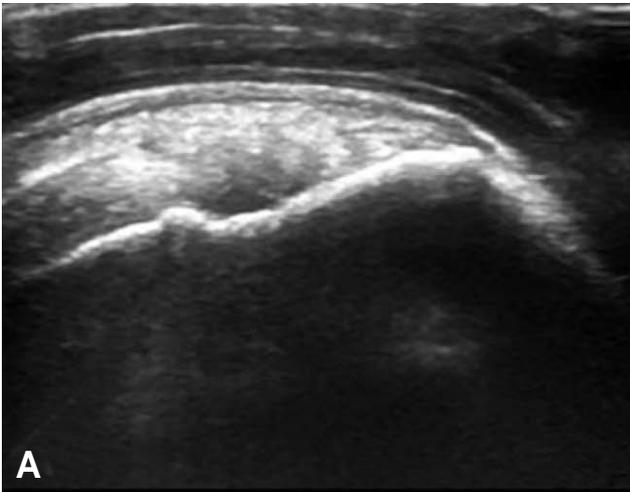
(A) Sonographic findings of Subacromio-subdeltoid bursitis, (B) Sonographic finding after bursal injection (longitudinal scan), (C) Patient and needle position during injection.
